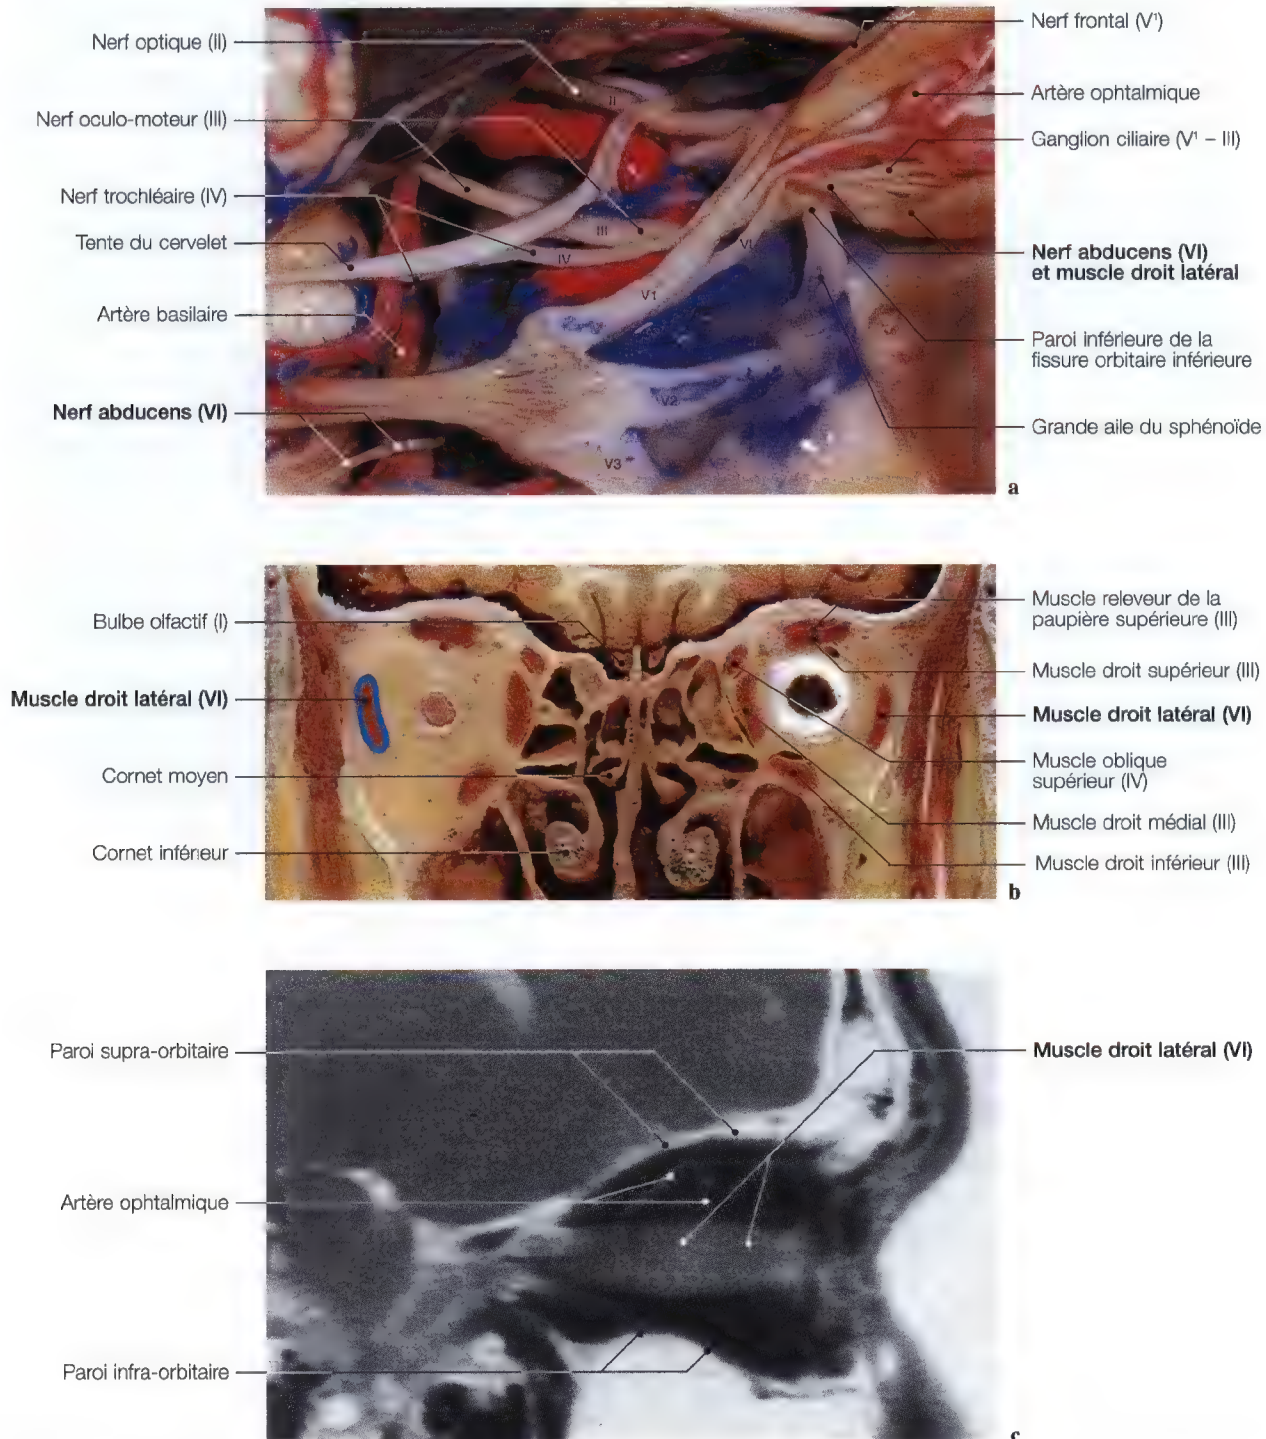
a – c. Dissection sagittale (a), coupe anatomique frontale (b) et IRM sagittale oblique (c) pour la mise en évidence de la terminaison du nerf abducens et du muscle droit latéral. (Dissection anatomique: Pr. C. Sen, C.S. Chen, K.D. Post, *Microsurgical Anatomy of the Skull Base*, Thieme 1997)
